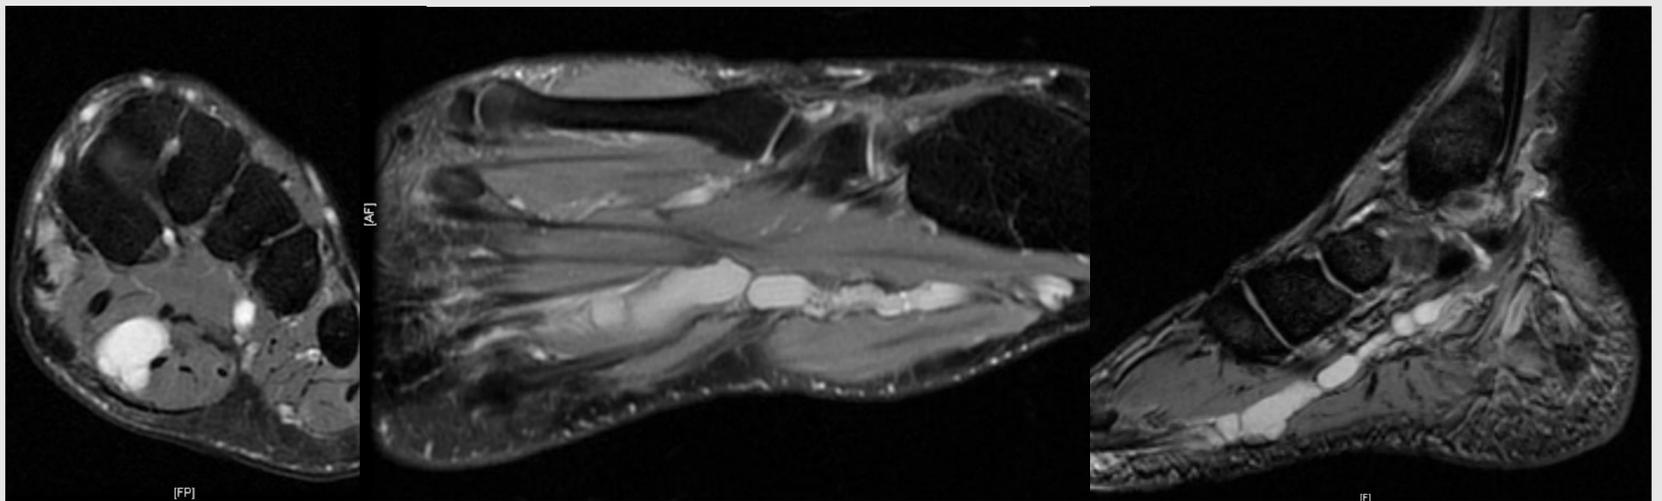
RM en T2, cortes axiales, sagitales, coronales: lesión alargada y polilobulada de 11 x 1,2 x 1,3 cm, en la vertiente medial y plantar del tobillo pie, adyacente al territorio del paquete vasculonervioso plantar medial, que condiciona compresión sobre el nervio plantar medial. La lesión es de aspecto quístico compatible con ganglión.
